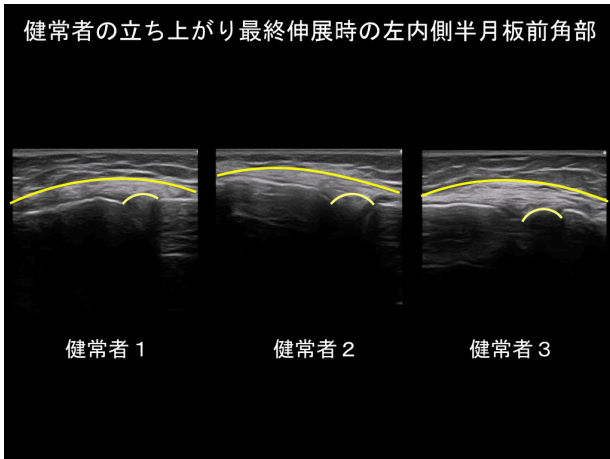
健康者の内側半月板前角部のエコー画像^[1]
